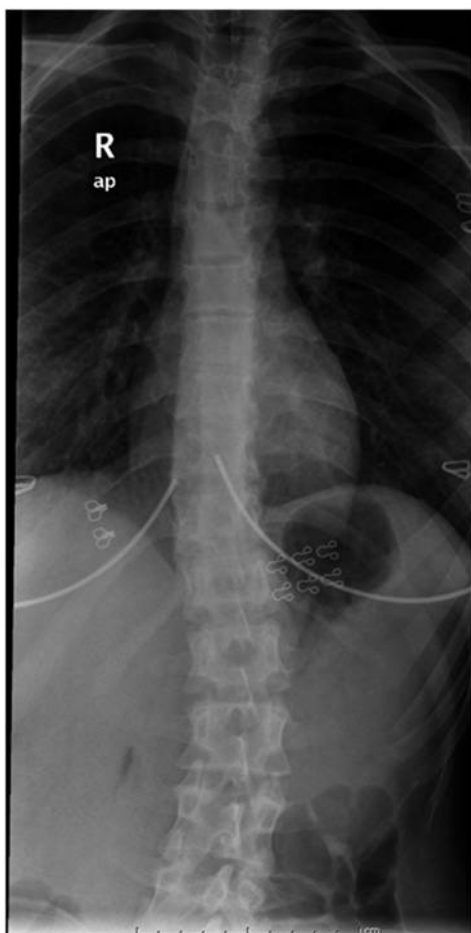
Thoracic radiography shows thoracolumbar scoliosis with an S-form curve.
